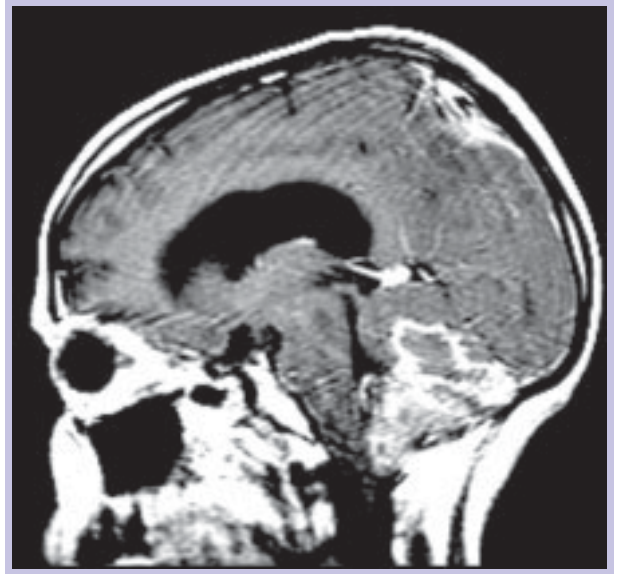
RM do neuro-eixo: sagital T1 (SE), axial T2 FLAIR, axial T2 (FSE), sagital T1 (SE) após gadolínio para estudo encefálico; sagital T2 (FSE) e T1 (SE) após gadolínio: recorrência tumoral local e expansão difusa da medula e cone medular, com reforço de sinal após administração de gadolínio sugestiva de recidiva à distância
